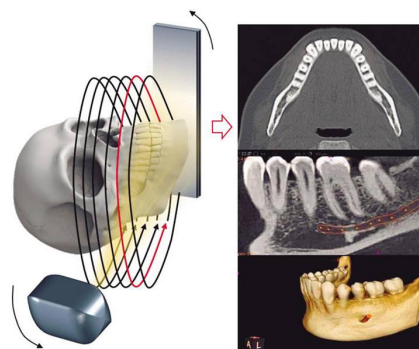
Tomografía computarizada de haz cónico.<sup>11</sup>
